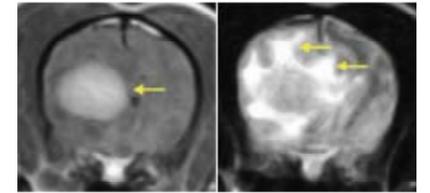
腫瘍周辺の脳浮腫と腫瘍組織の増強効果を示すMRI画像(左:造影T1強調画像、右:T2強調画像)。造影T1強調画像(左)では、腫瘍組織の増強効果が認められる(矢印)。右の画像では、腫瘍周辺の白質に沿って広がる脳浮腫領域(矢印)が白い陰影として認められる。
